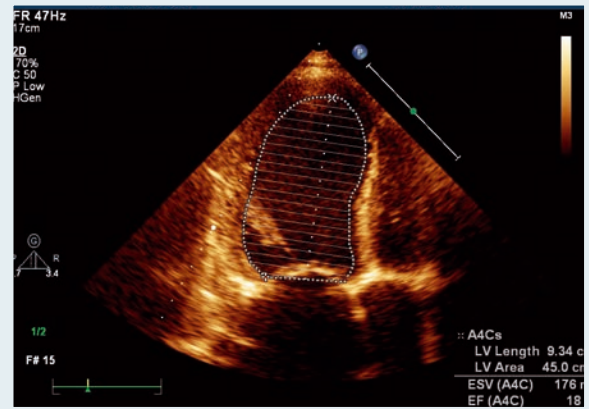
Эхокардиограмма пациента Щ. (февраль 2012 г.). Конечносистолический объем ЛЖ – 176 мл
